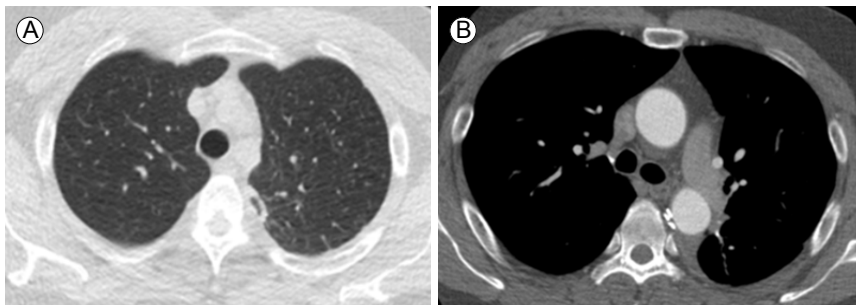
Follow-up computed tomography angiography showed improved miliary nodules (A) and no remaining aortic aneurysm with the patent vascular graft. (B) An axial image.
